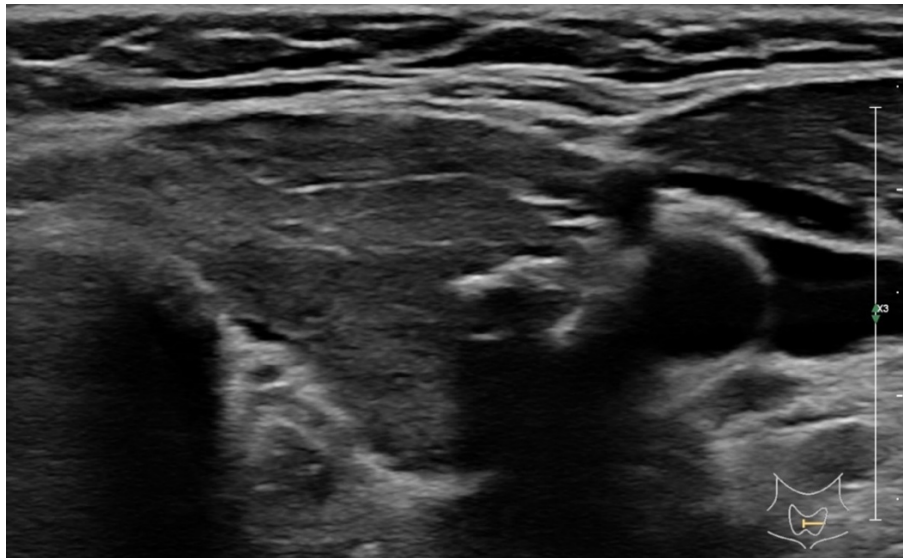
Гиперэхогенный линейный локус в левой доле ЩЖ с акустической тенью. ТАПБ (многократно) – атипия неясного генеза (Bethesda III). Операция ввиду высокой вероятности рака ЩЖ на основании данных УЗИ.
